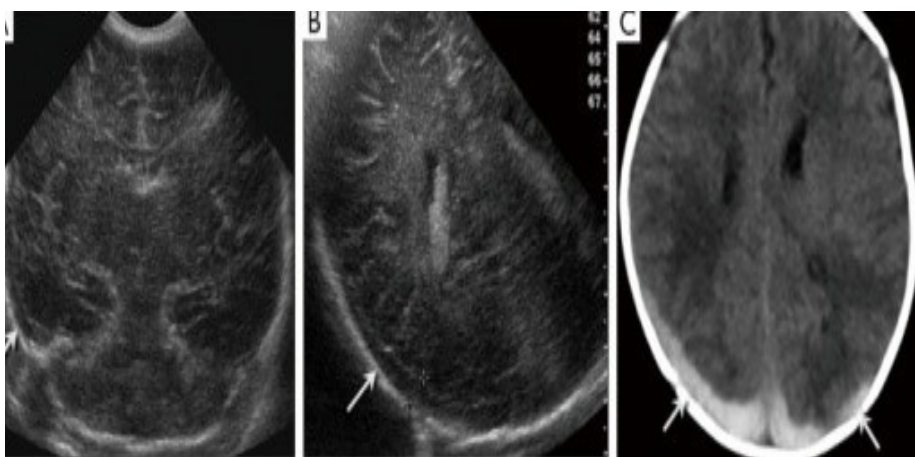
Në imazhet A dhe B është paraqitur grumbullimi subdural që rrethon hemisferën e djathtë cerebrale (shigjetat). Kurse CT në imazhin C tregon gjakderdhjen akute subdurale bilaterale (6).
